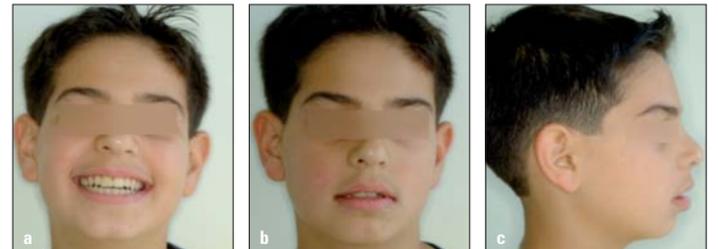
a) Extraorale (a-c) und intraorale Aufnahmen (d-f) der Lippeninkompetenz und der Zahnzwischenräume; Röntgenaufnahme des frakturierten rechten zentralen Schneidezahns (g).
